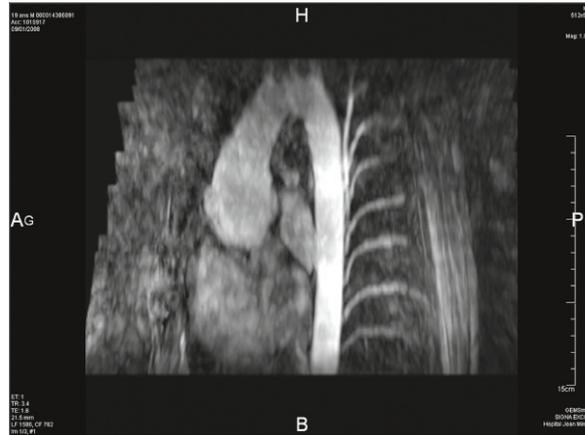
IRM. L'aorte thoracique est visible dans sa totalité. Importante dilatation de la racine aortique.
